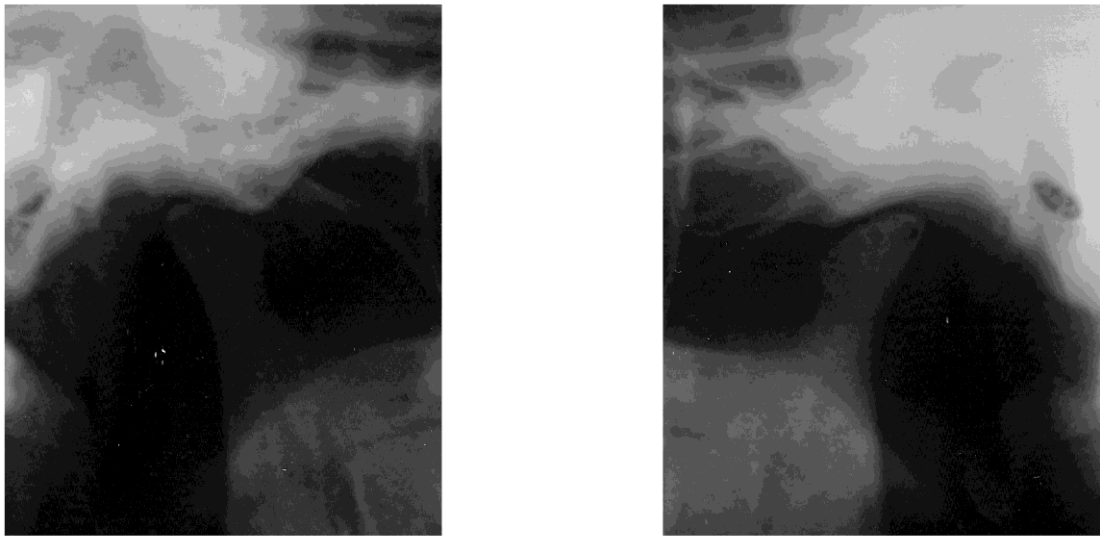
パノラマ X線写真における両側性変形性顎関節症の典型像
